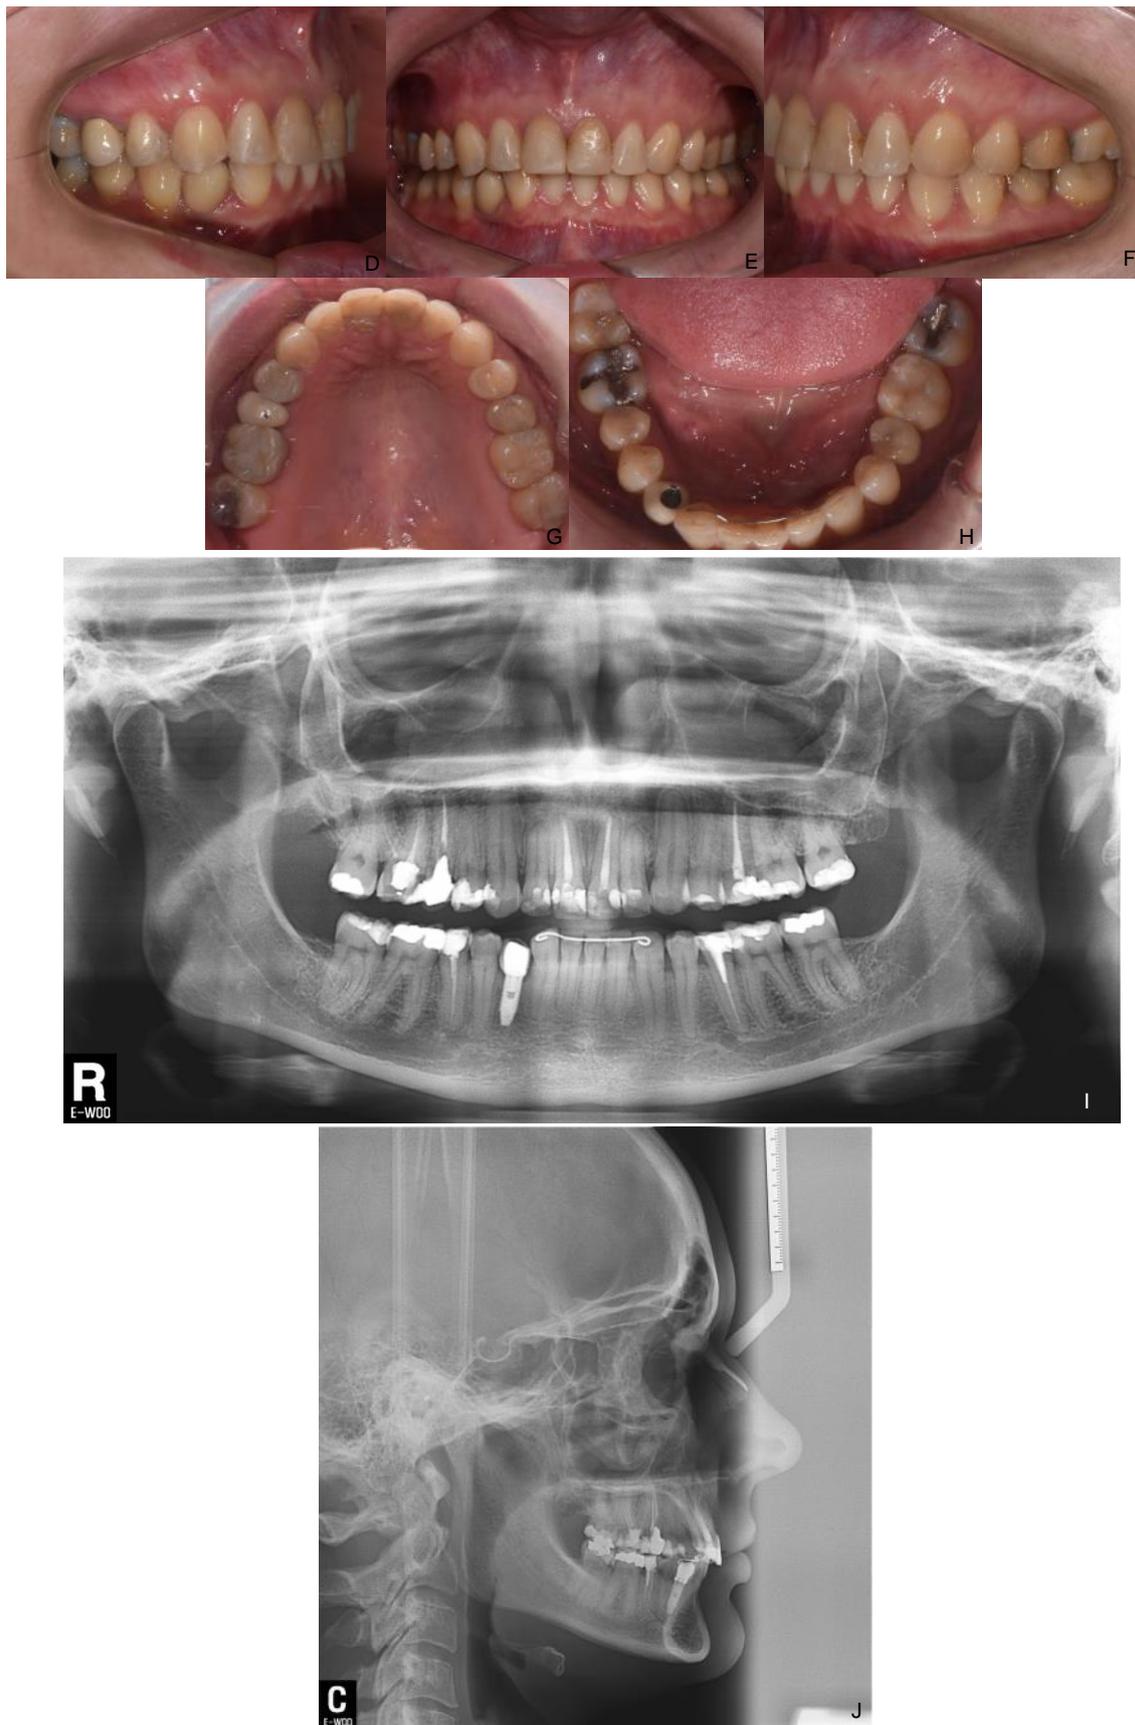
(A-J) - Fotos extra (A-C) e intrabucais (D-H) e radiografia panorâmica (I) e telerradiografia lateral da face (J) após a finalização do tratamento ortodôntico.
